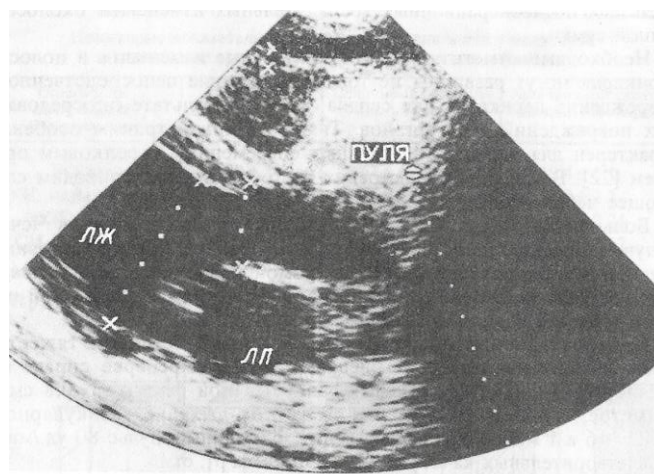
Эхокардиограмма больного Л., 19 лет. В полости перикарда минимальное количество жидкости. Перед выходящим отделом грудной аорты имеется инородное тело (пуля).
